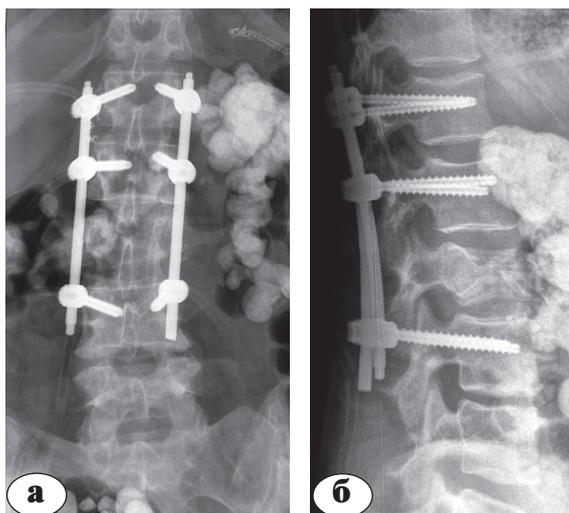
Послеоперационные рентгенограммы больной О. с имплантированной чрескожной транспедикулярной конструкцией на уровне L₁-L₂-L₄ позвонков: а – прямая проекция, б – боковая проекция. Визуализируются остатки введенного контрастного вещества (бариевой «каши») после предшествующей ирригоскопии
